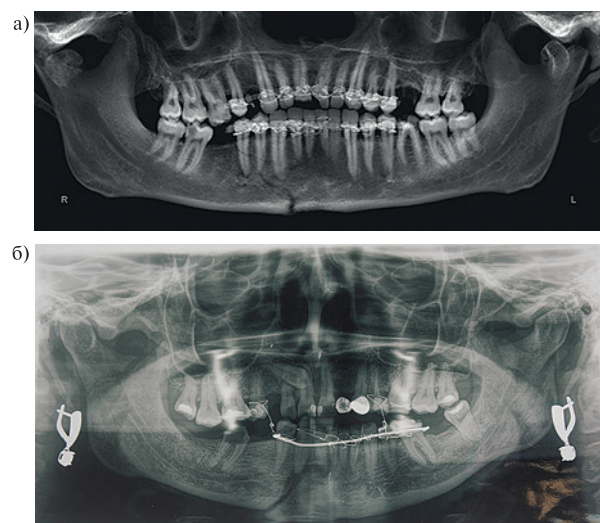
а) Ортопантомограмма пациента на этапе консервативной терапии в течение 2 месяцев
